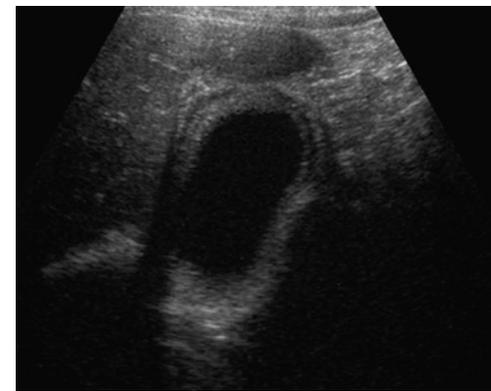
Échographie : épaississement feuilleté de la paroi vésiculaire.
